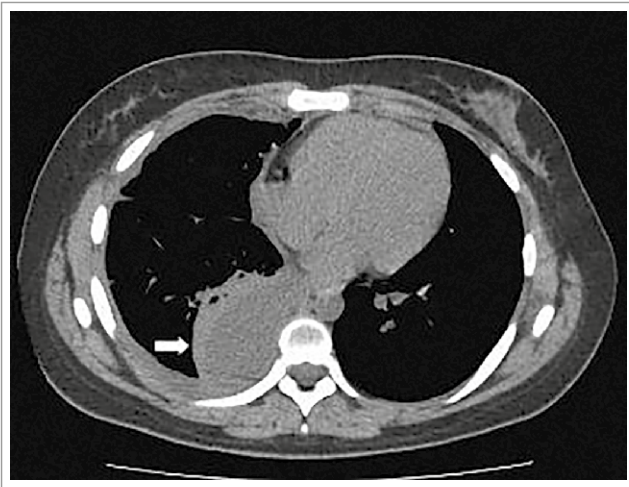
TC de tórax del mismo paciente que en la figura 45-1. Se visualiza claramente una colección paravertebral derecha (flecha).
